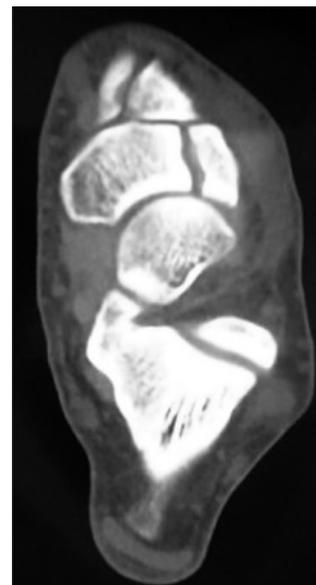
45 años, corredor de maratón. Vista axial de TAC que muestra Fractura por stress de escafoides tarsiano, completa, con bordes esclerosos
